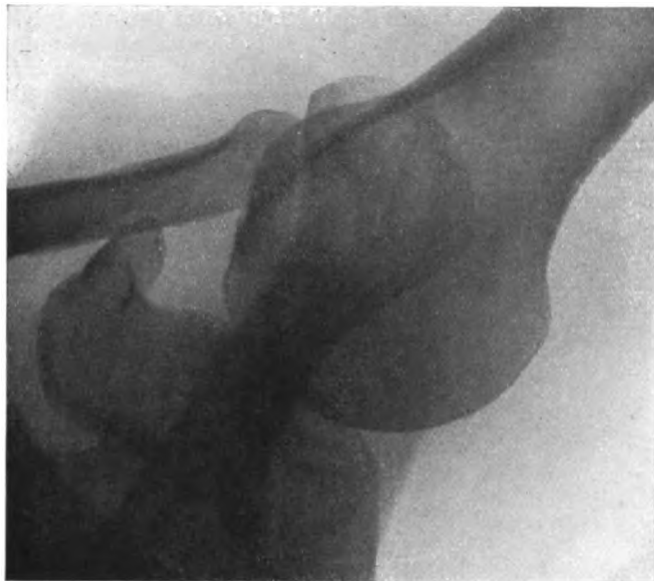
Nachahmung der Röntgenbildstellung des Matheisschen Falles am Skelett-Röntgenbild.
